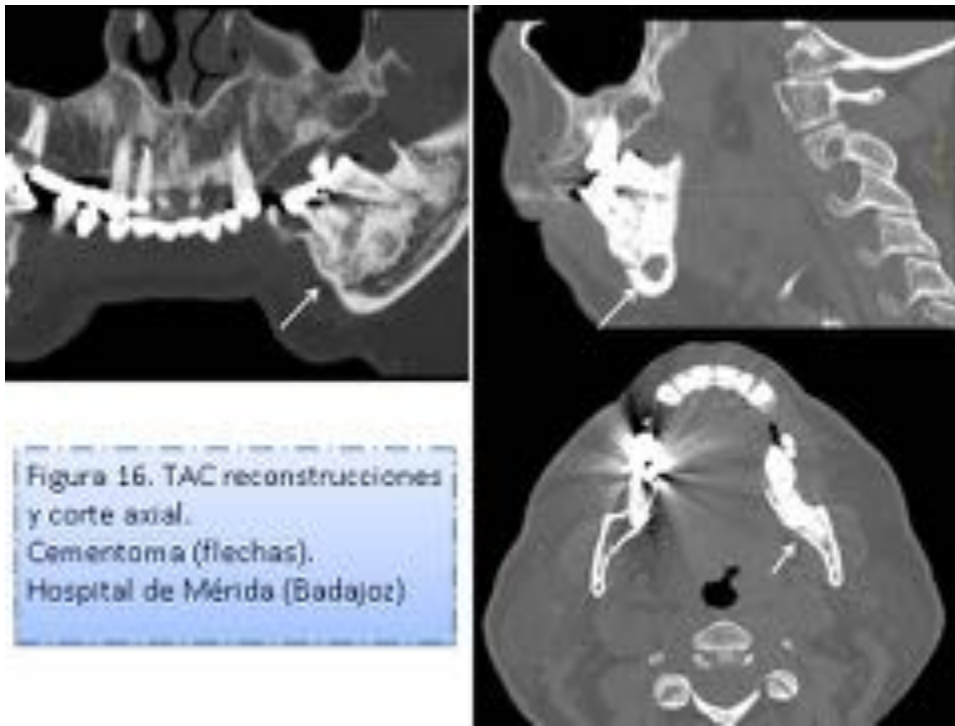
TAC reconstrucciones y corte axial. Cementoma (flechas).
